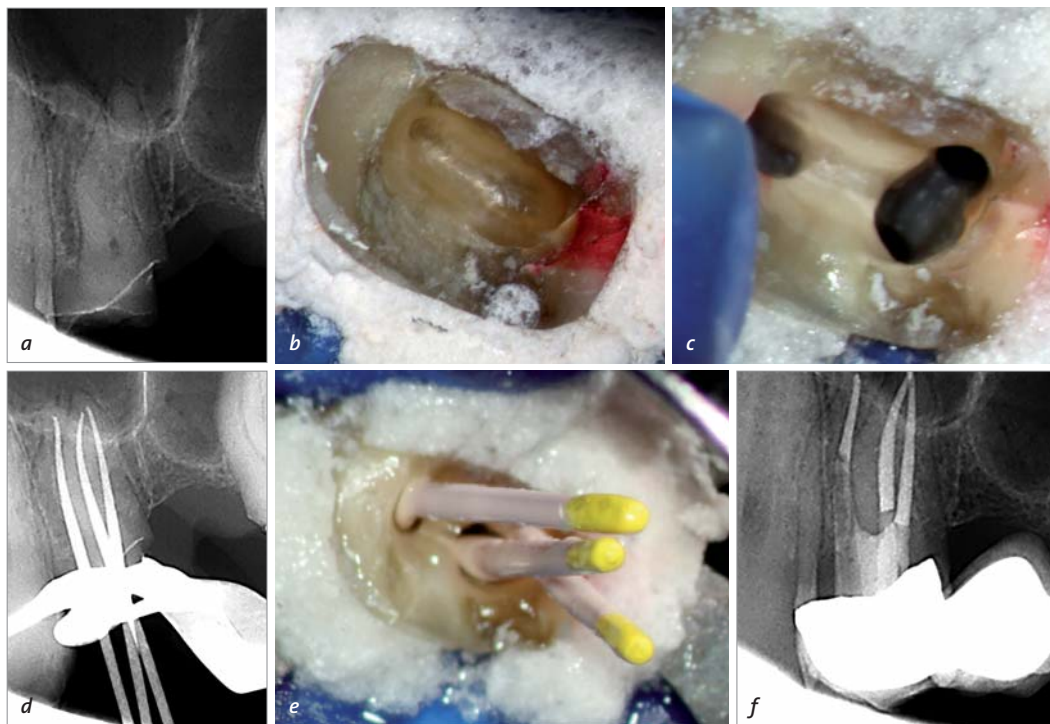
Röntgenologischer und klinischer Ausgangsbefund von Zahn 14 mit starkem Substanzdefekt, Obliterationen und Verdacht auf drei WK – rote Markierung ist bukkal – (a+b), mittels DM angelegte Zugangskavität mit zwei bukkalen und einem palatalem WK (c), Masterpointaufnahme zur Längenbestätigung mit entsprechendem klinischen Bild (e+f), Röntgenkontrolle mit Konfluenz von mb und db – im palatinalen WK ist ein Glasfaserstift inseriert (f).
